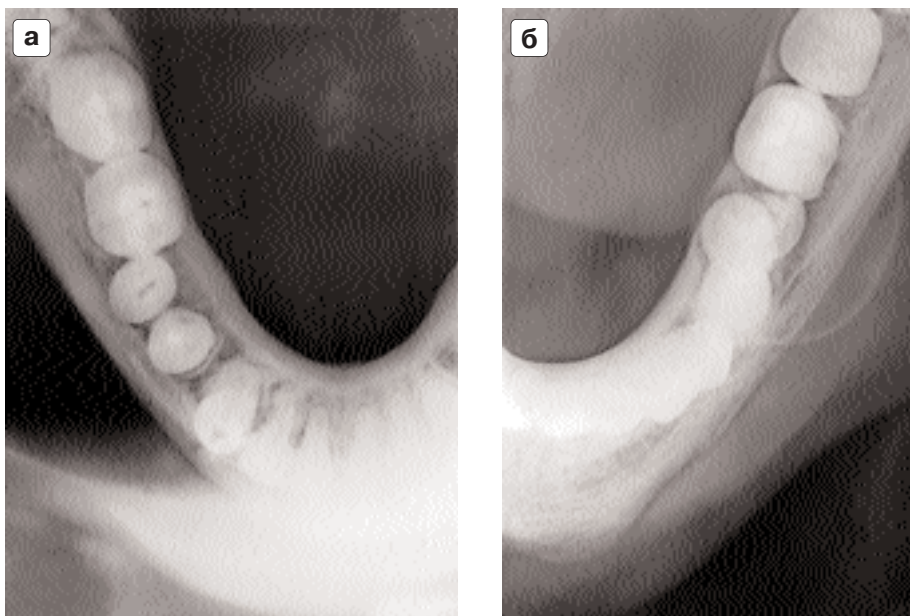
Интраоральные окклюзионные рентгенограммы нижней челюсти в аксиальной проекции: (а) хорошо видны язычная и вестибулярная компактные пластинки нижней челюсти, а также тени поперечного изображения зубов, (б) симптом вздутия, вследствие кистозного новообразования в теле нижней челюсти. Вестибулярная компактная пластинка смещена, истончена, однако целостность ее сохранена.
